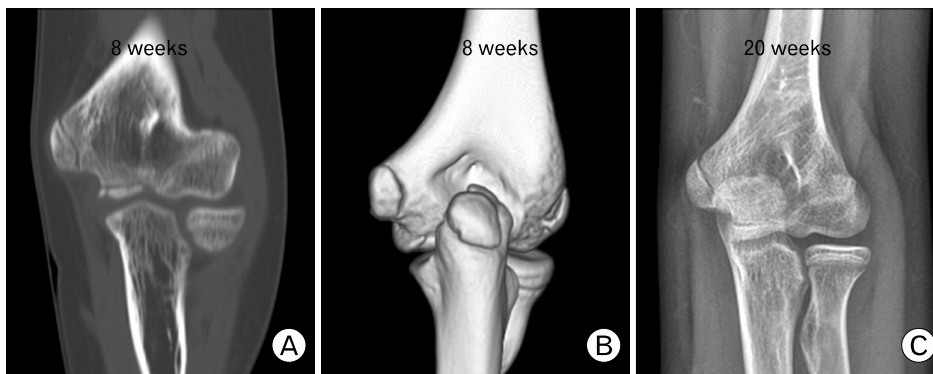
(A, B) Computed tomography and 3 dimensional reconstruction images at 8 weeks after the trauma reveal union of the fracture site and (C) final follow-up anteroposterior radiograph shows nearly normal appearance of medial epicondylar apophysis with bony remodeling.
